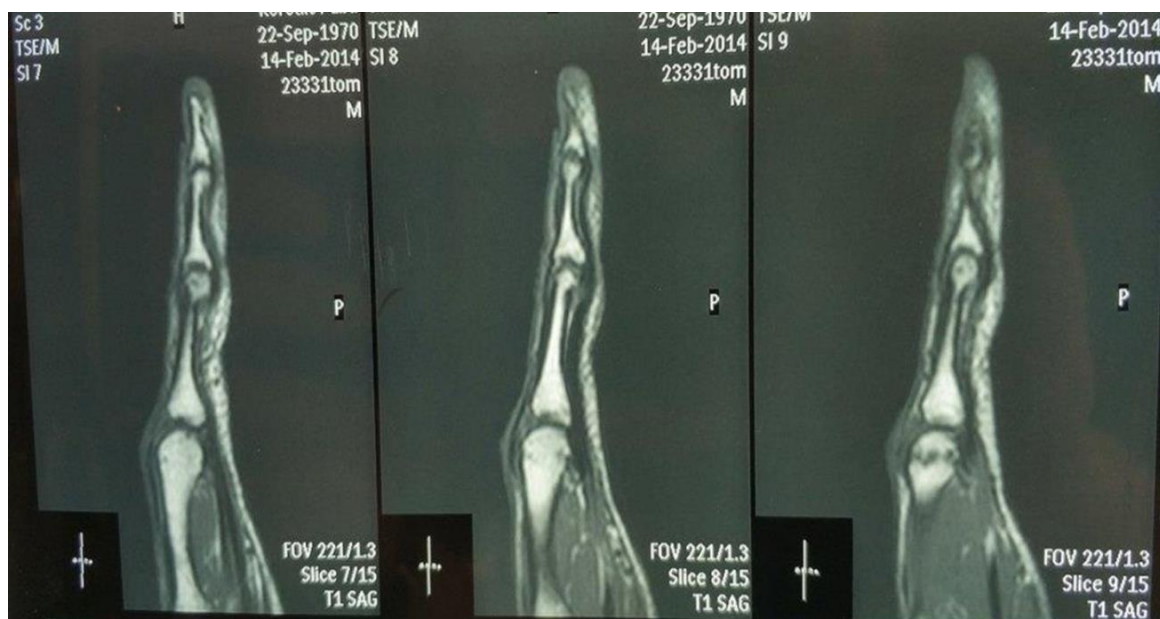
МРТ правой кисти пациента К., 44 года: III палец в разогнутом положении суставов
